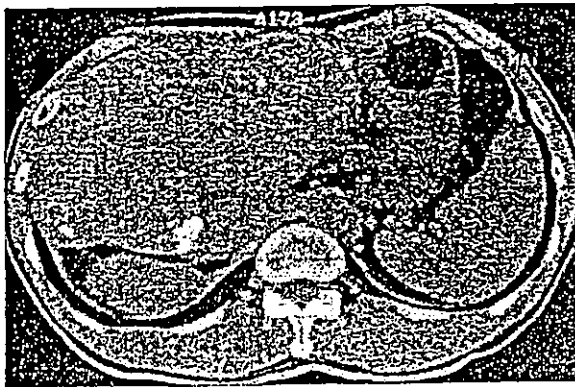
a 腹部CT (IFN併用動注化学療法開始前)
